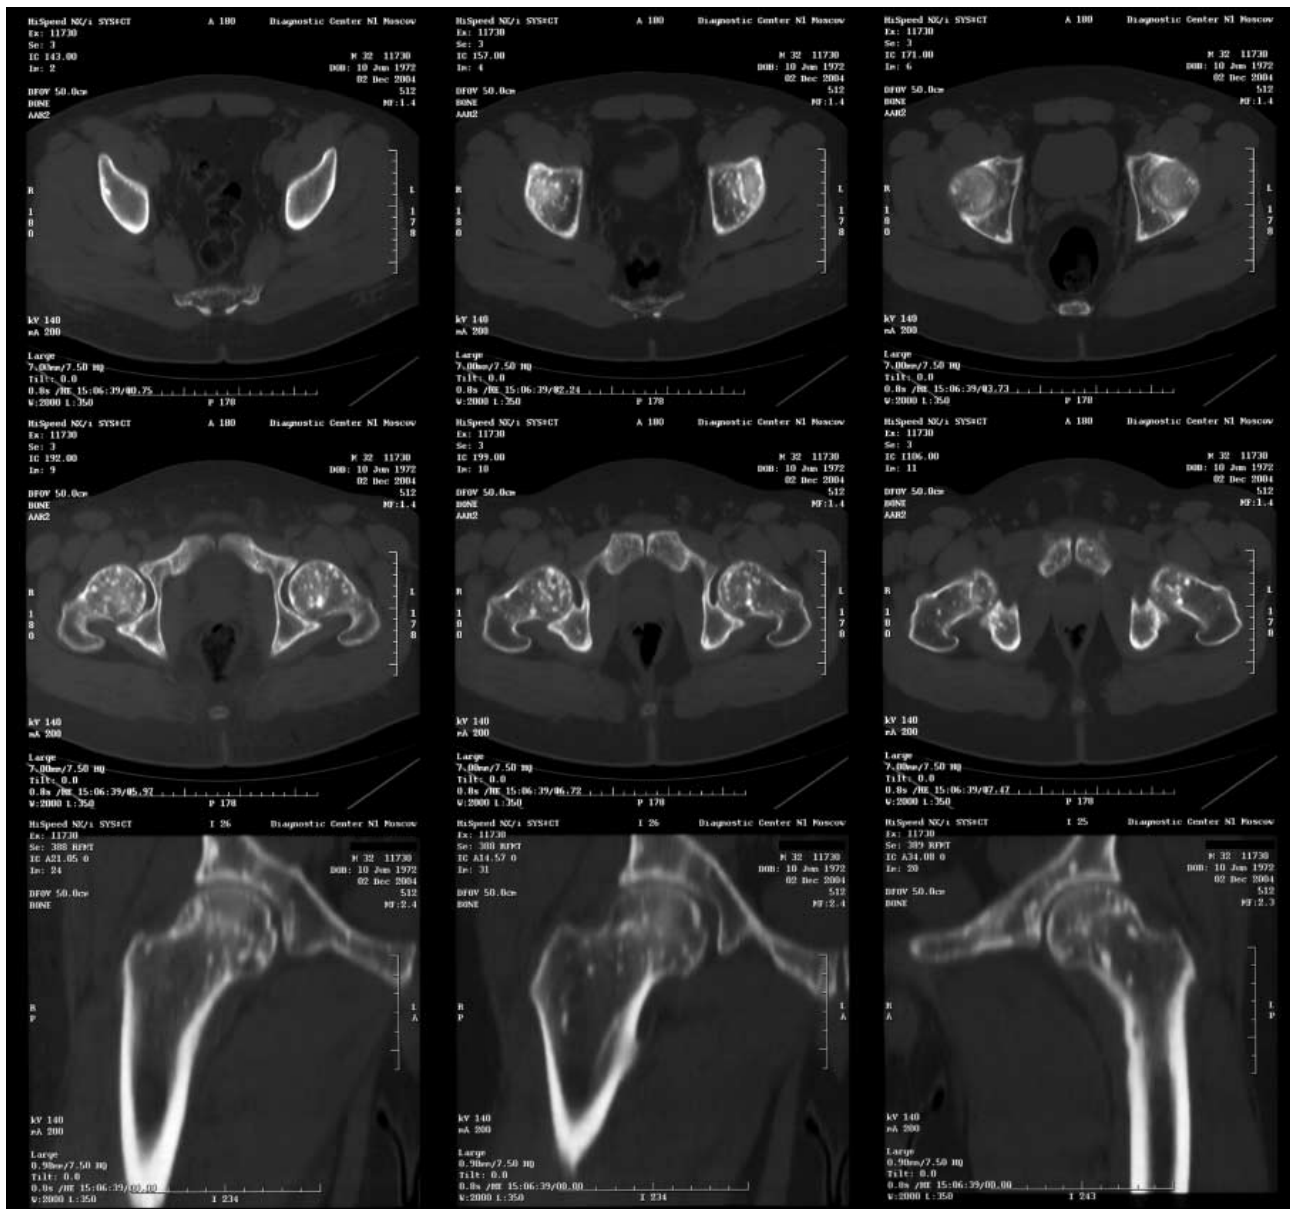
Серия компьютерных томограмм тазобедренных суставов пациента А.
